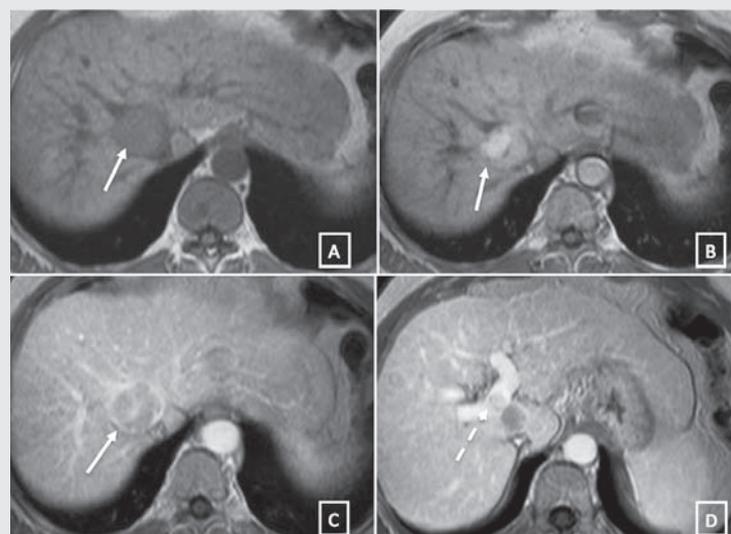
Dynamische Darstellung eines HCC in der MRT
